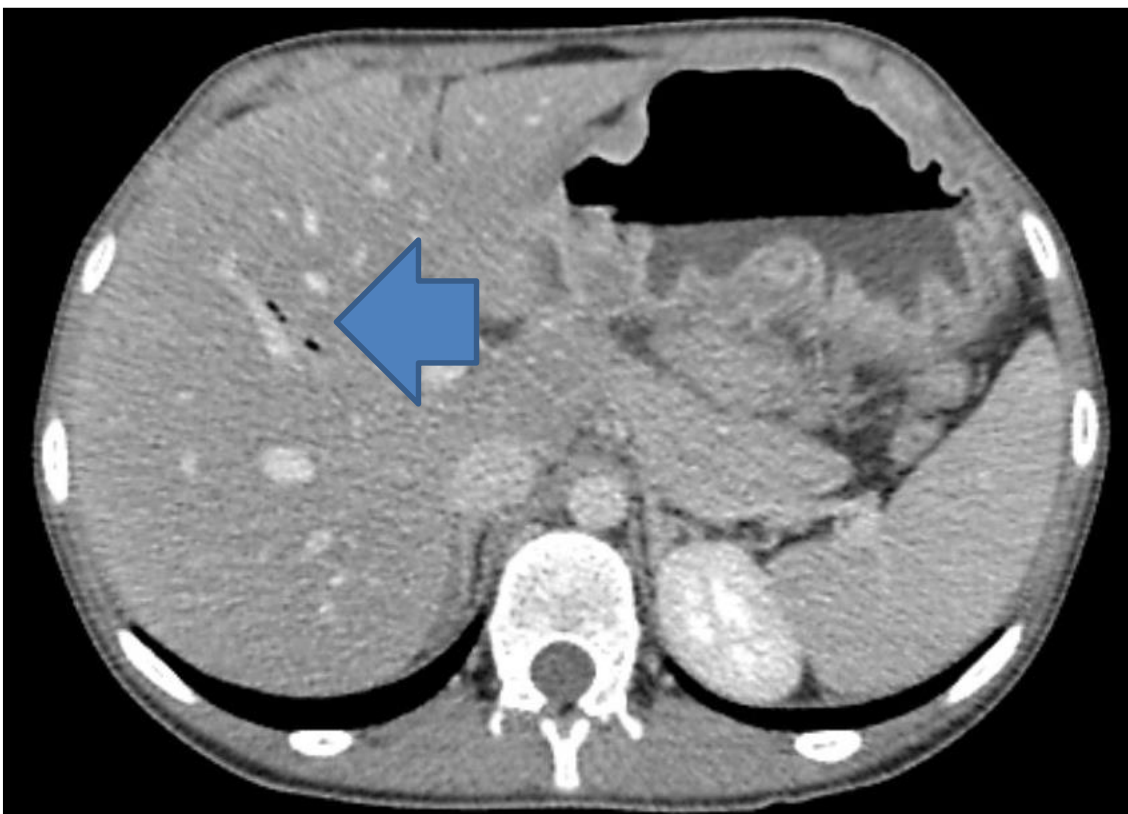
TC de abdome evidenciando ar em vias biliares.
